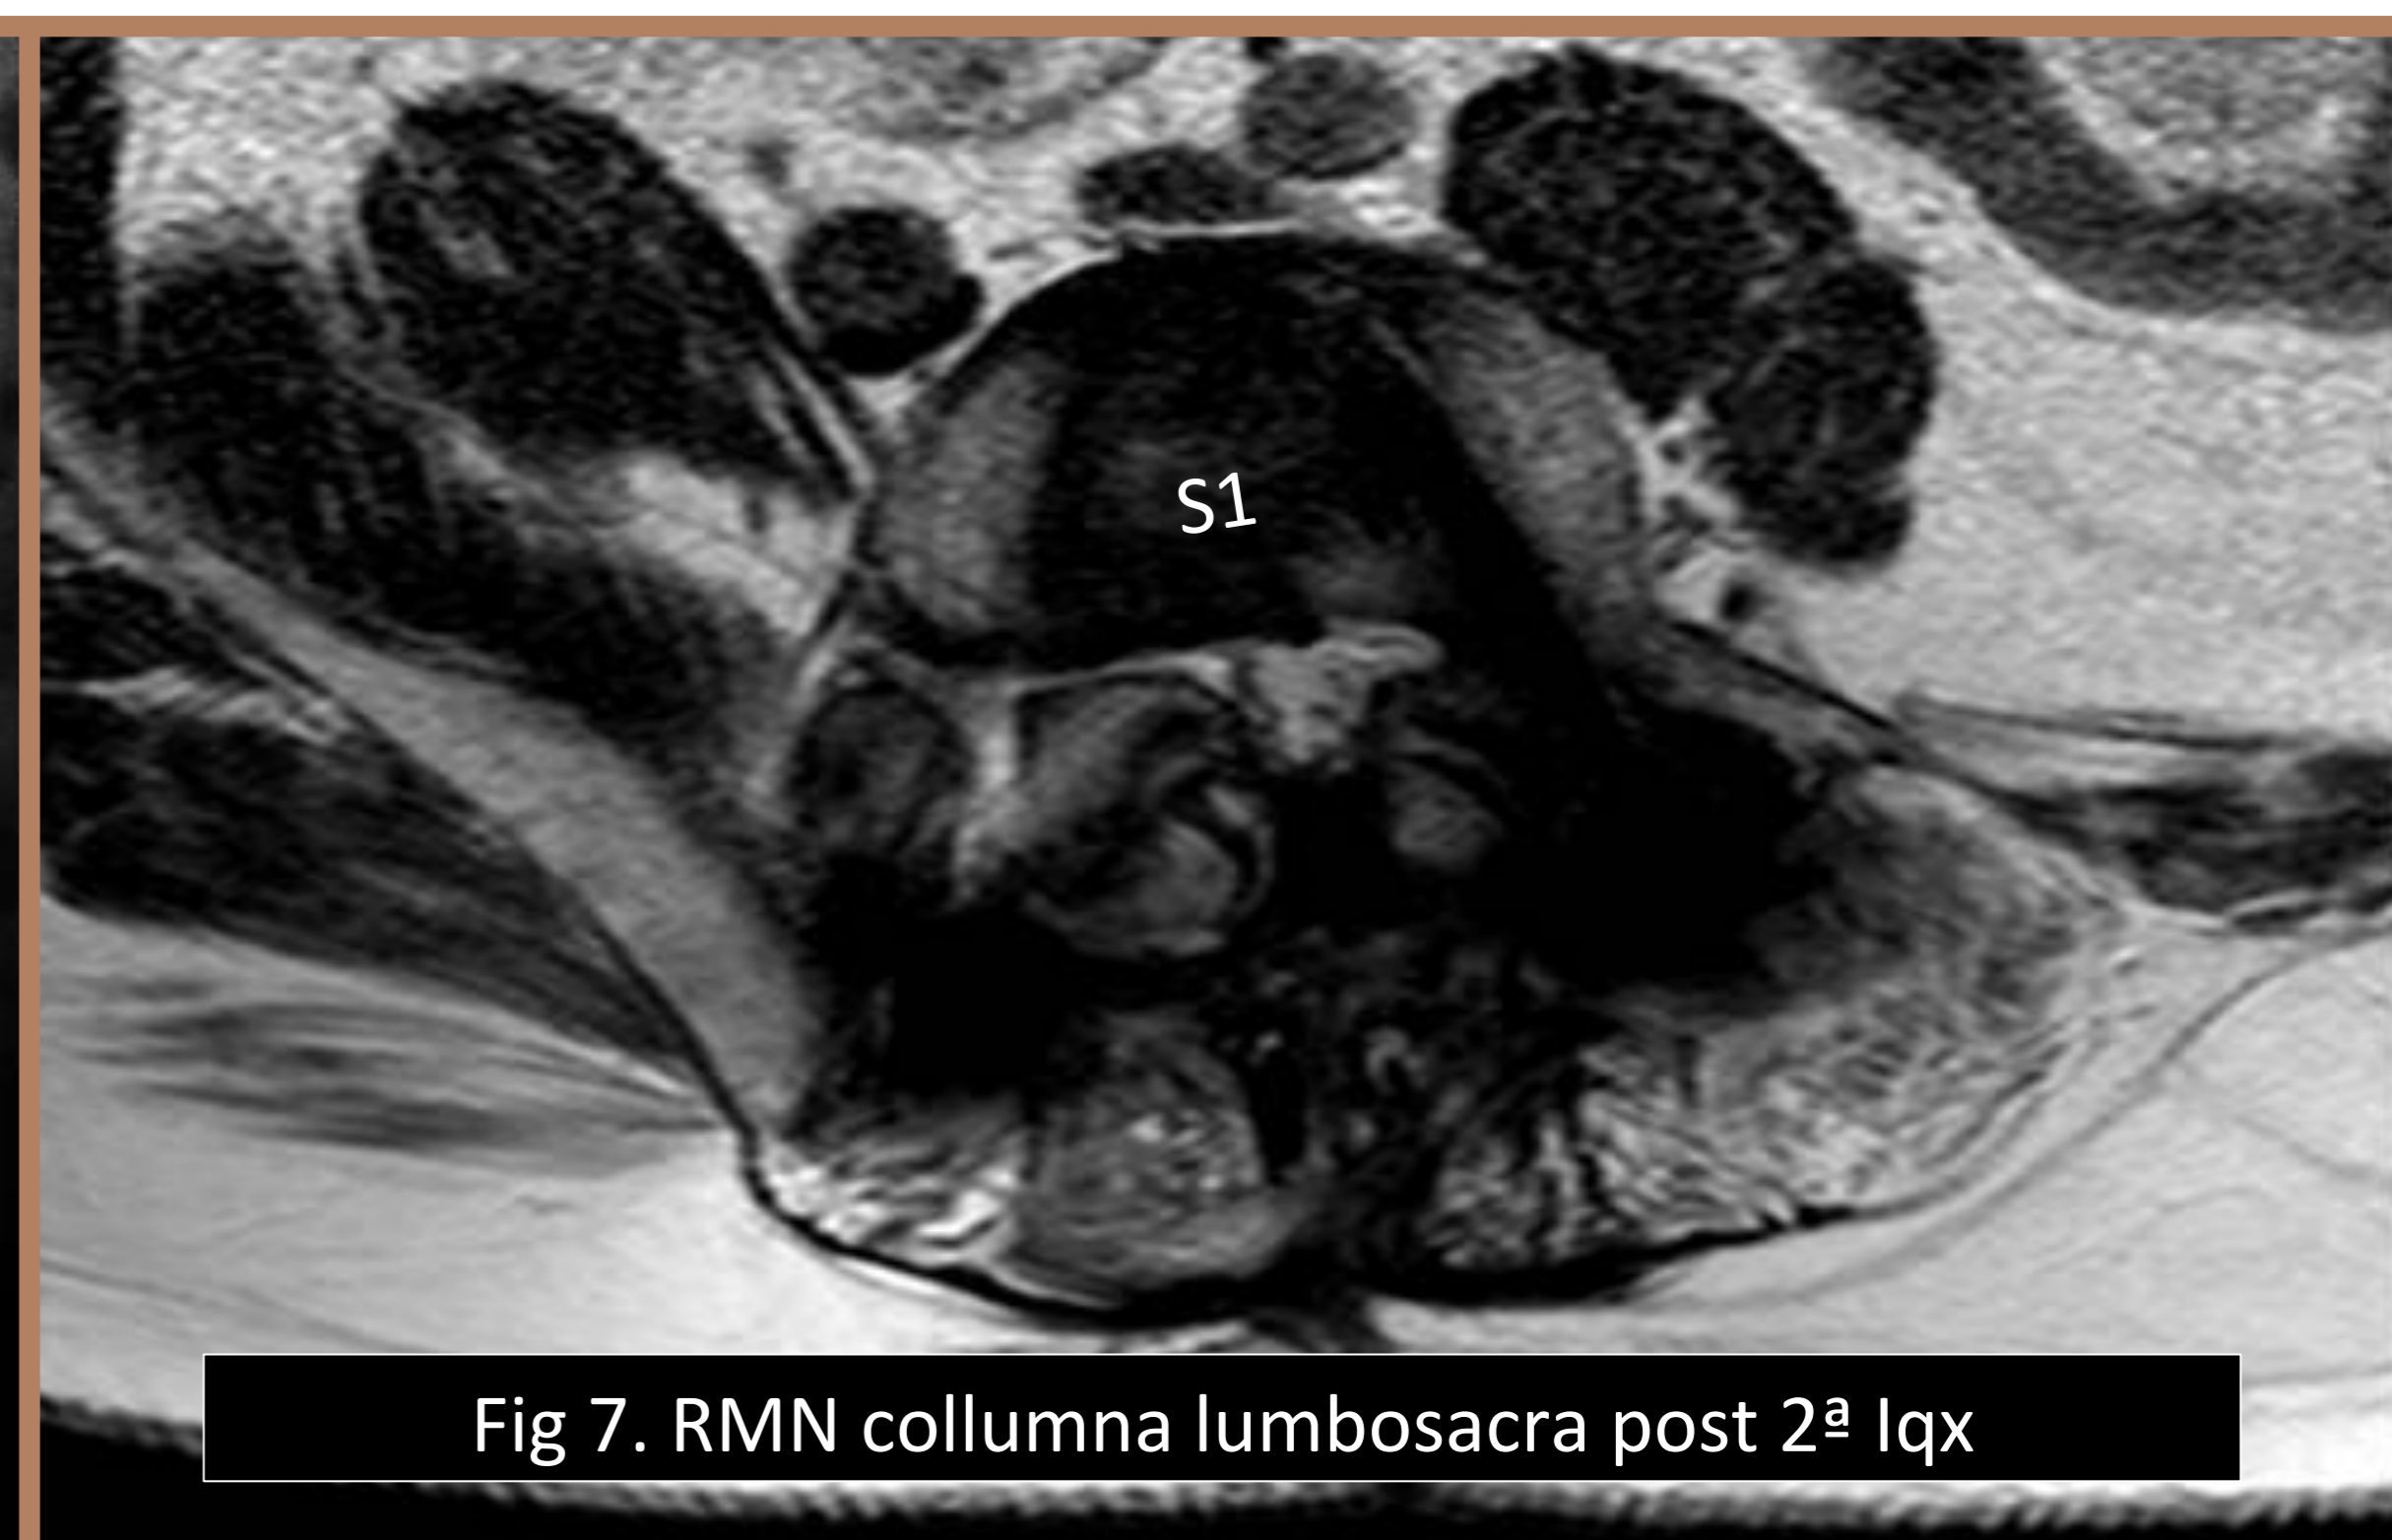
RMN columna lumbosacra post 2ª IQx
